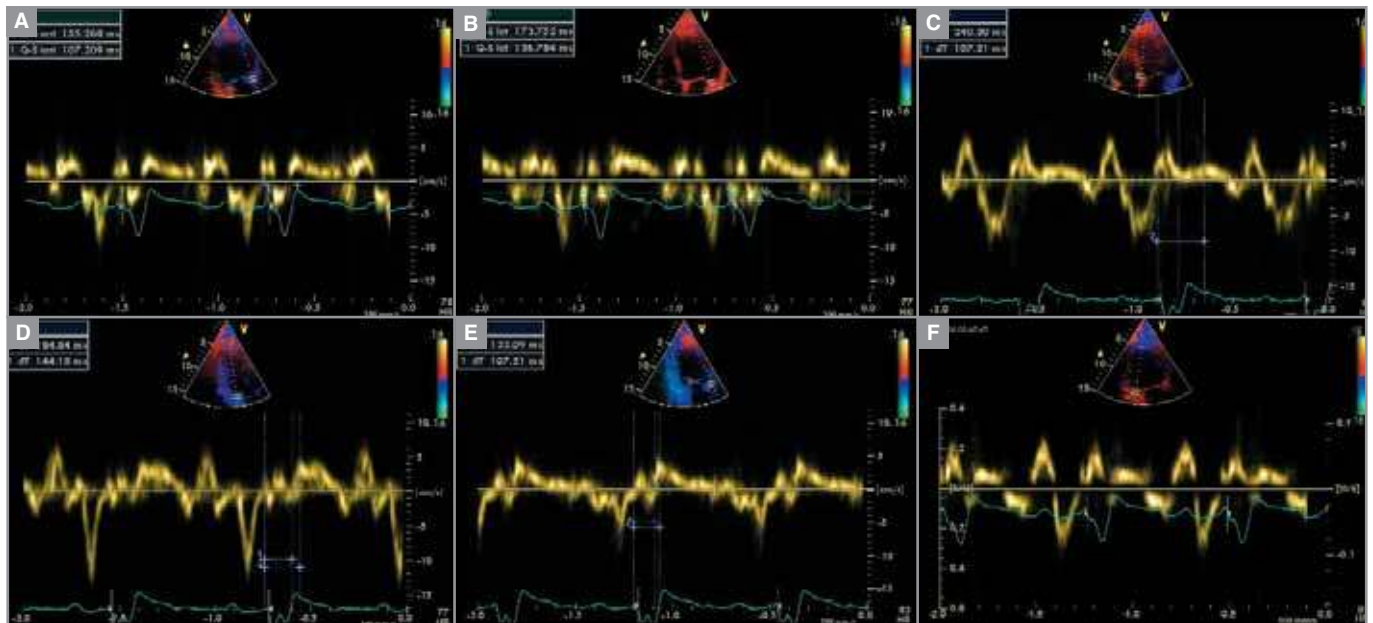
Asynchronisme intra-VG en Doppler tissulaire. (A) Antérieur: DEM 107 msec, DES 155 msec. (B) Latéral: DEM 136 msec, DES 173 msec. (C) Septal: DEM 107 msec, DES 240 msec. (D) Postérieur: DEM 104 msec, DES 144 msec. (E) AS: DEM 107 msec, DES 133 msec. (F) Inférieure: DEM 110 msec, DES 138 msec.
